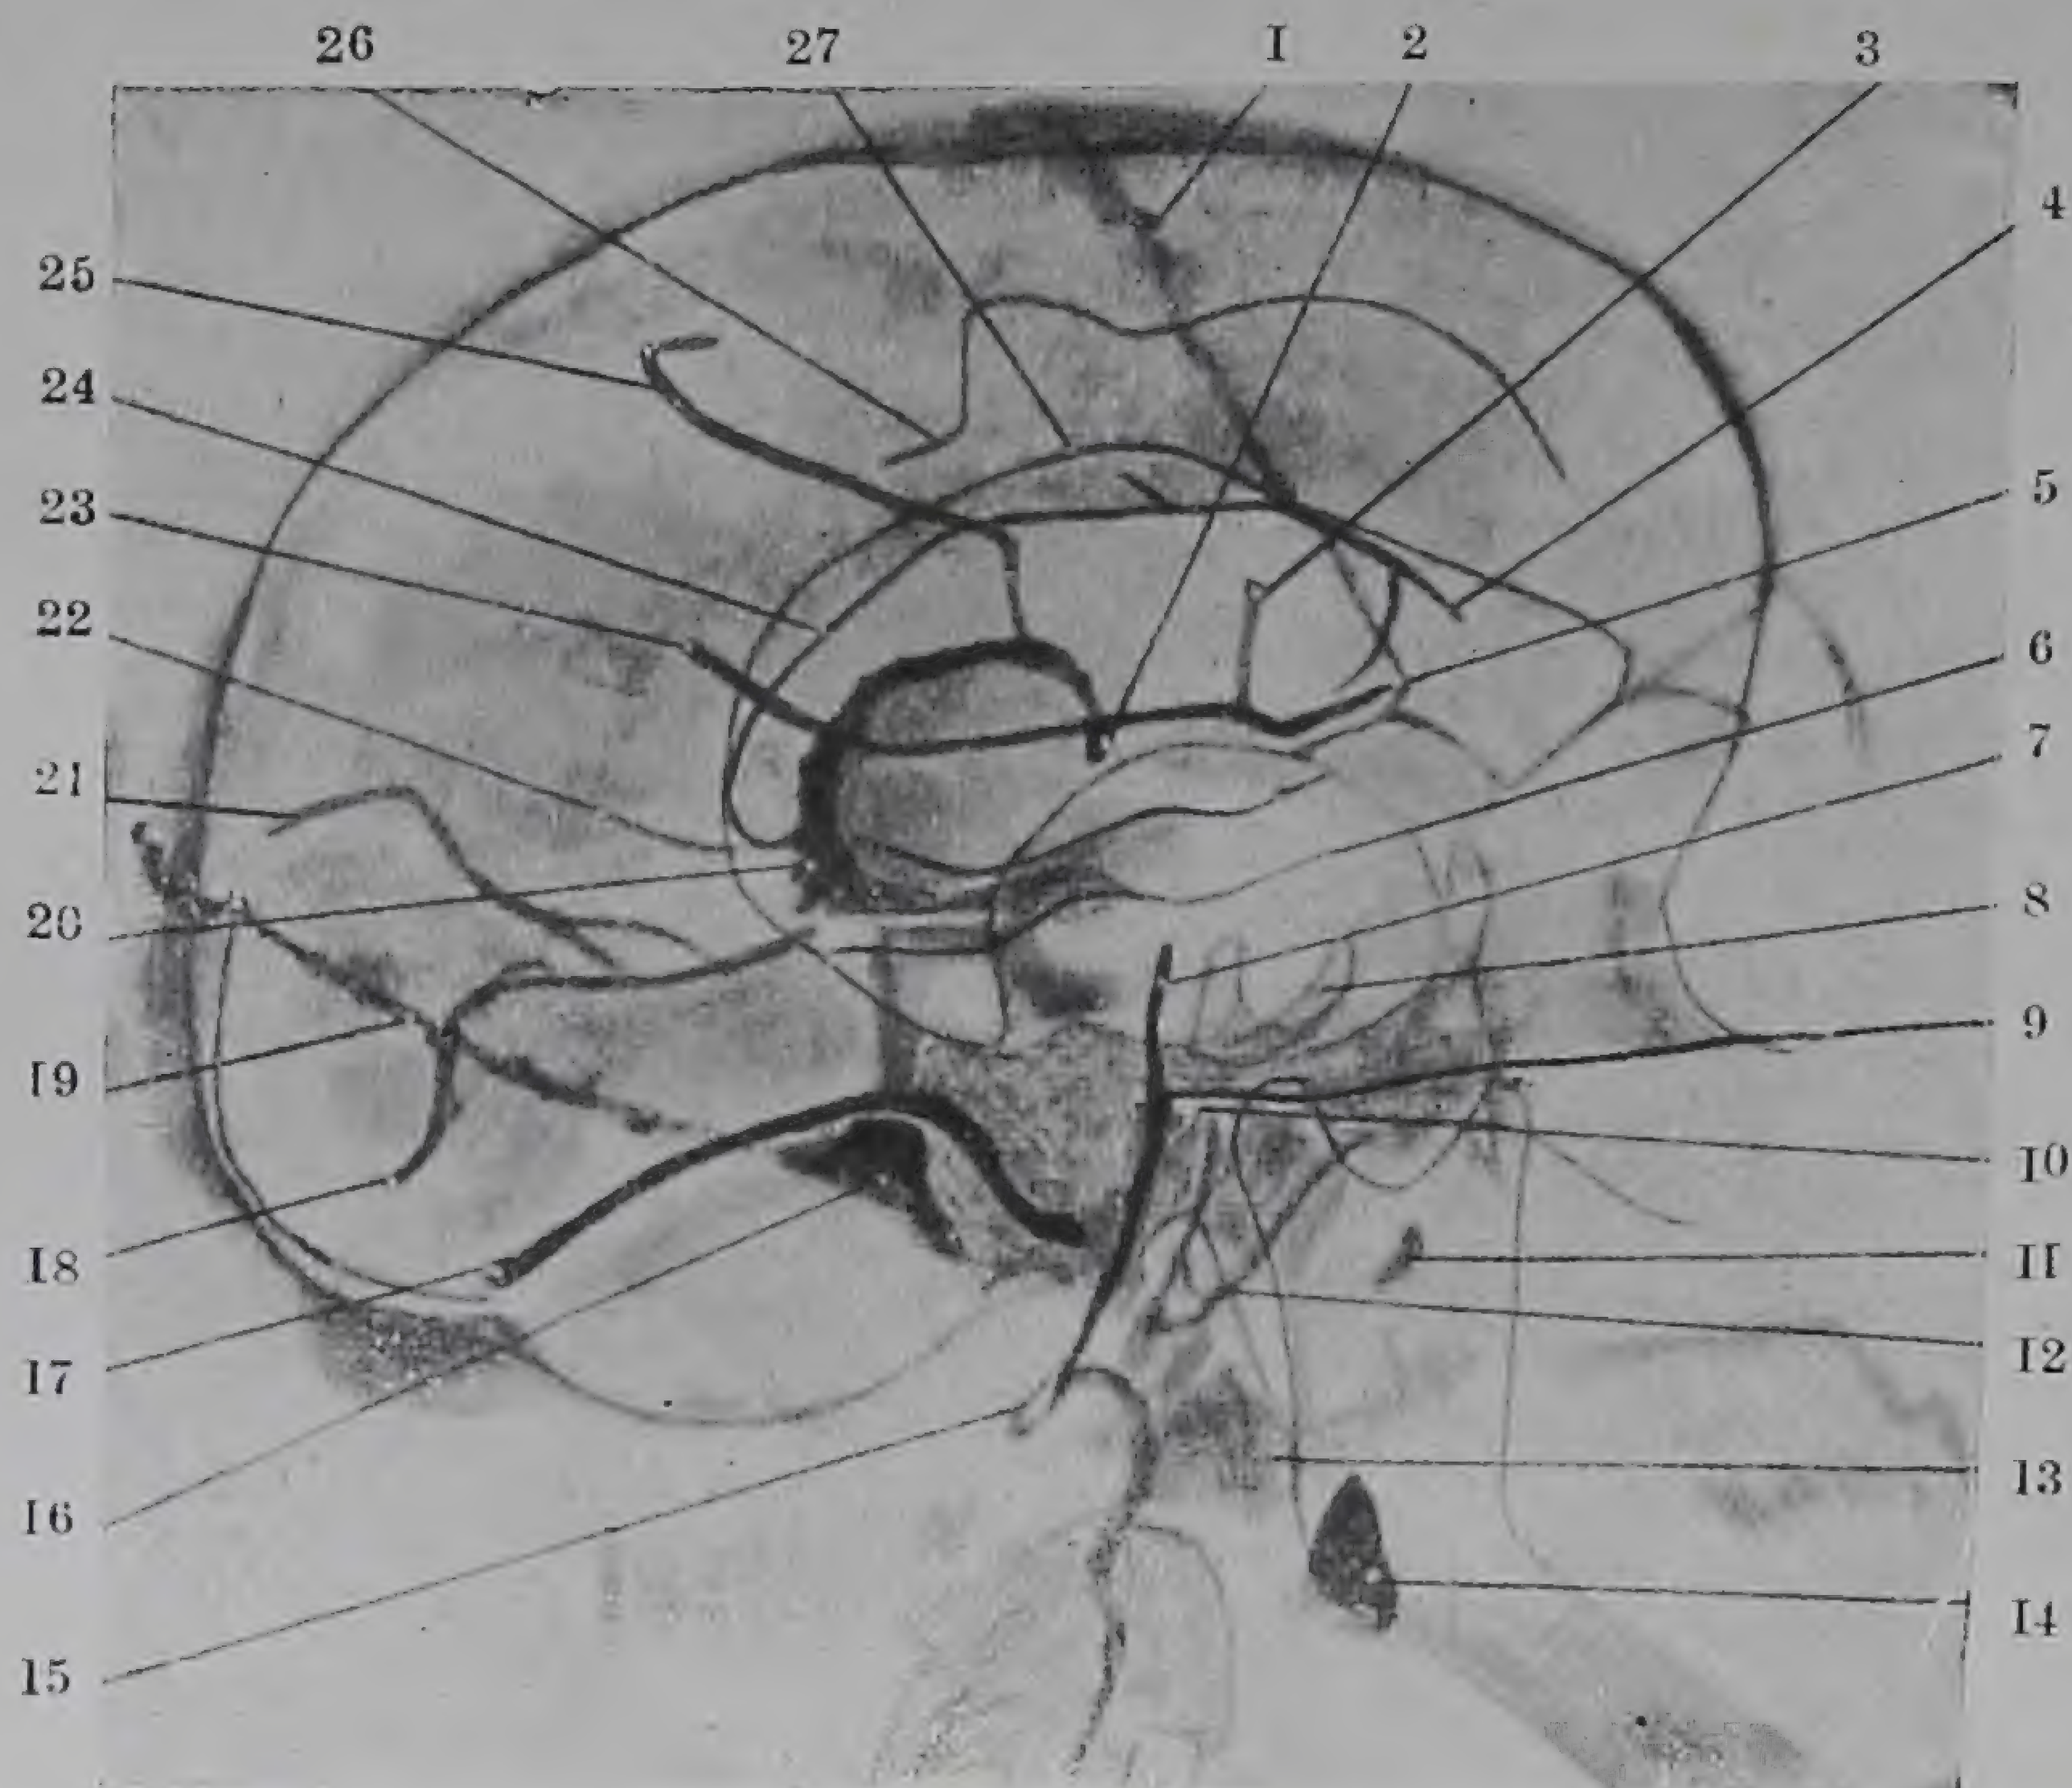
Radiograph of Half a Head in which the various fissures, etc., shown have been made visible by metal filaments, by cords impregnated with metallic powders, or by means of metallic powder.
